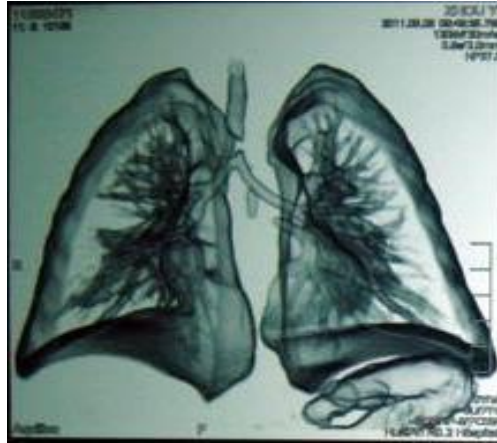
箭头所示为主气管异物 64排螺旋CT三维重建
